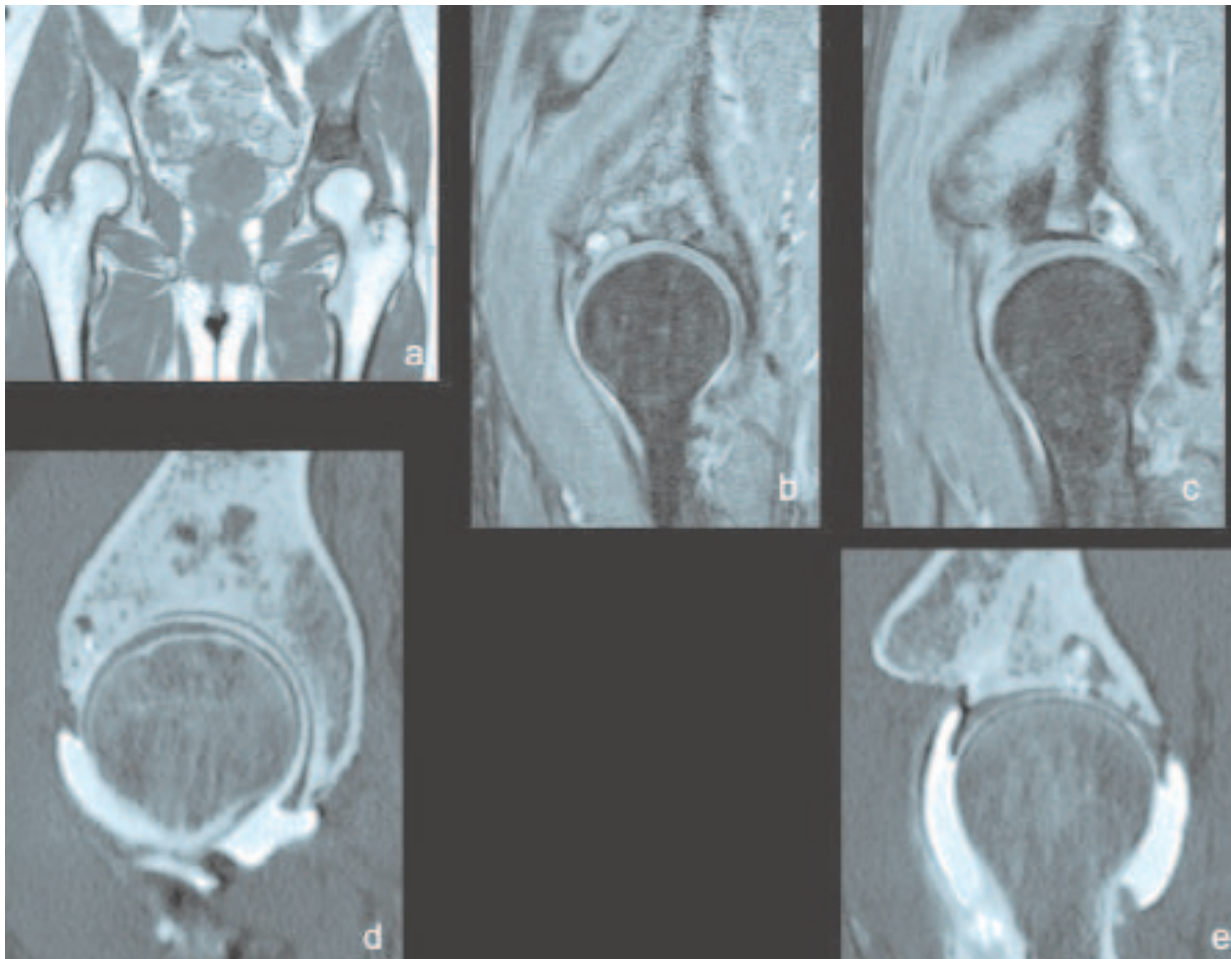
Géodes du toit du cotyle. Plage de remplacement médullaire en hyposignal T1 (a), hypersignal hétérogène en écho de gradient (b, c). Notez l'absence de pincement significatif de l'interligne. Le diagnostic de géodes du toit du cotyle est confirmé par l'arthro-TDM (d, e) qui montre les altérations du revêtement cartilagineux et le passage du produit de contraste dans les géodes. Vous remarquez en (d) que certaines géodes sont très à distance de l'interligne.
